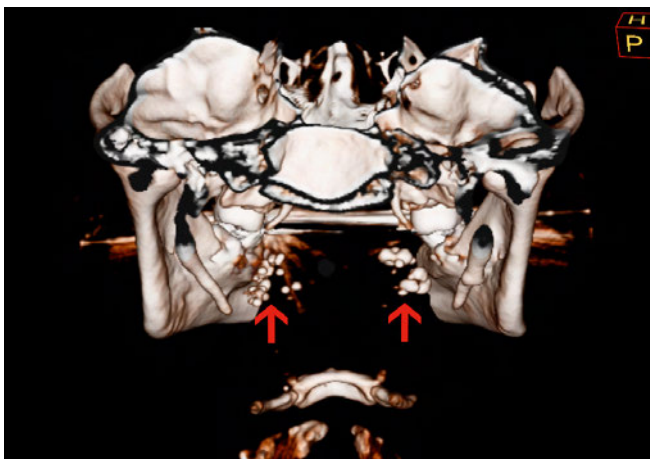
Patient 2, reconstruction CT tridimensionnelle: vue dorso-ventrale avec de multiples calcifications dans les amygdales palatines (flèches rouges)
